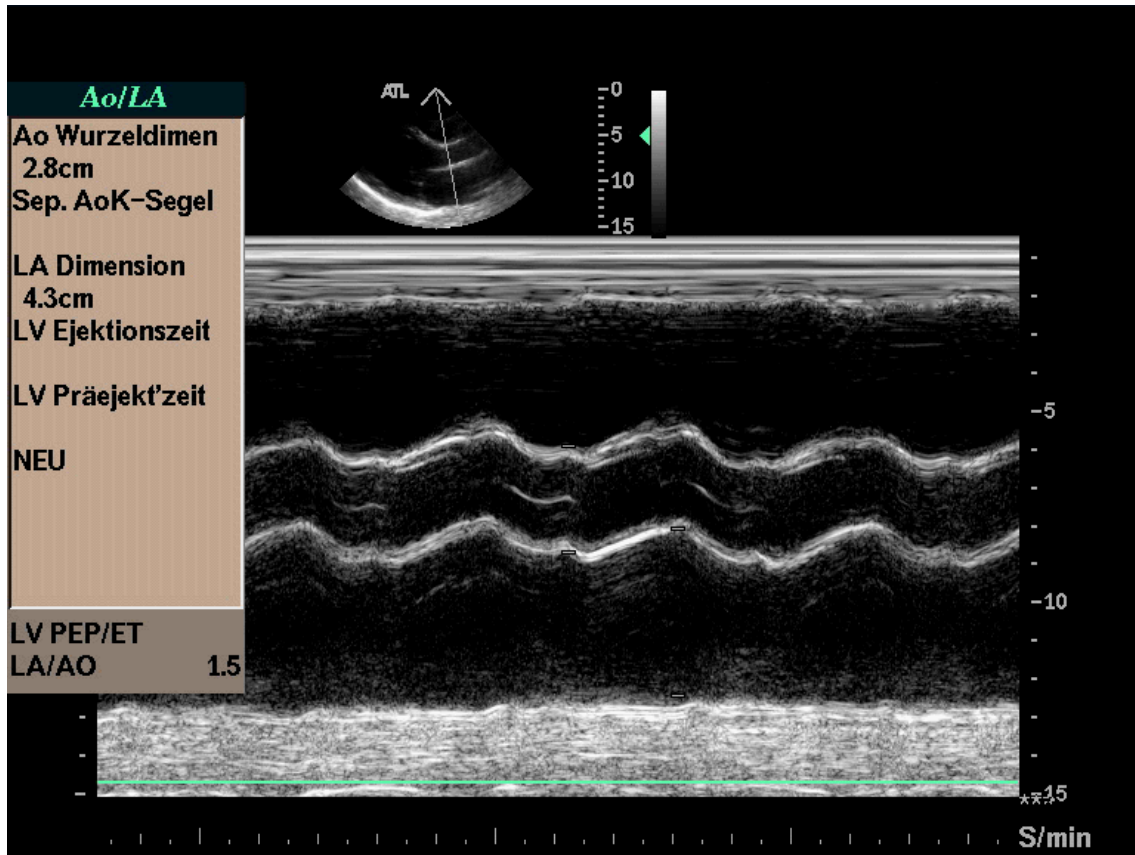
Echokardiographie M- Mode LA eines Patienten mit DCMP
